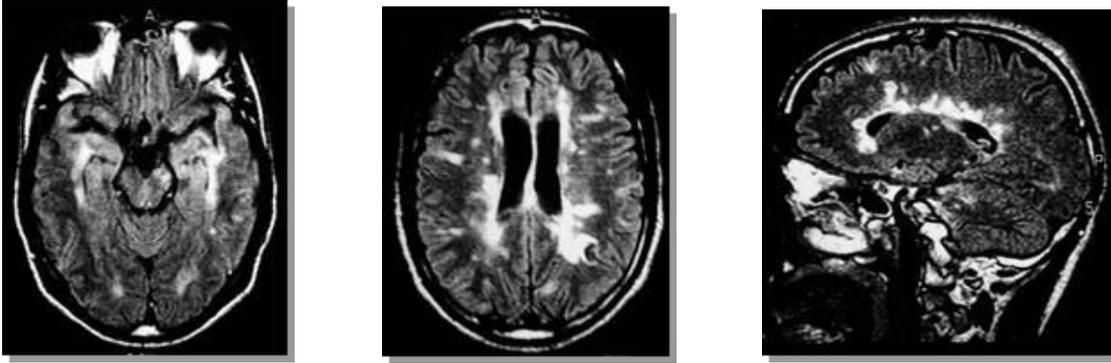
Ressonância Magnética com lesões desmielinizantes do encéfalo na Esclerose Múltipla ⁽³⁾.
